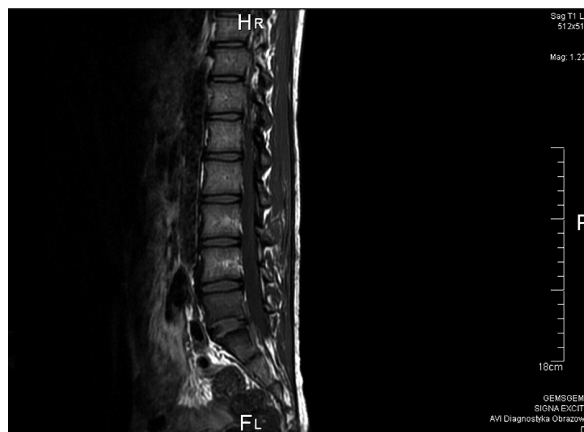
Obraz MRI kręgosłupa lędźwiowego (czas T1) przed rozpoczęciem antybiotykoterapii.
